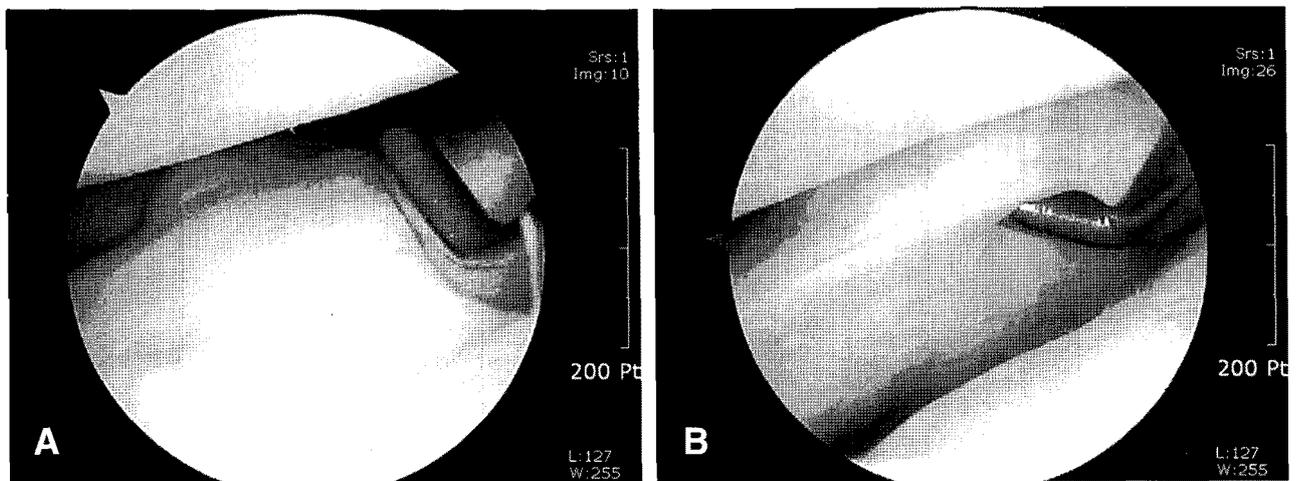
수술 당시의 관절경 사진과 수술 전 MRI
